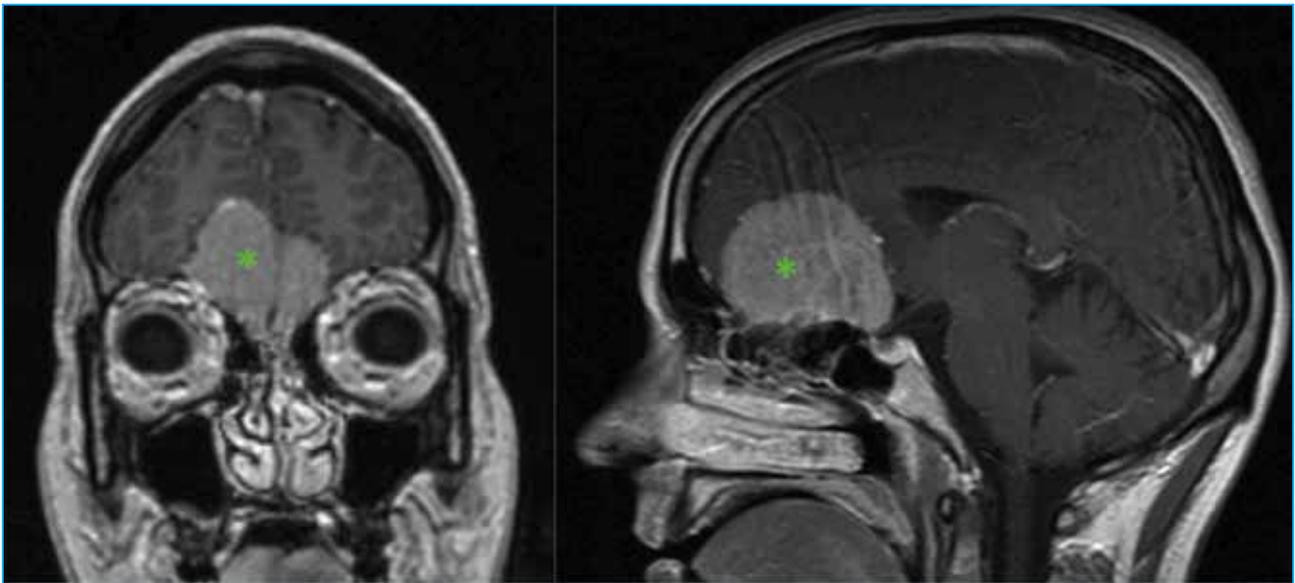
RMN Paciente con meningioma del tracto olfatorio (*) que consulta por anosmia (Obando A, 2009).
